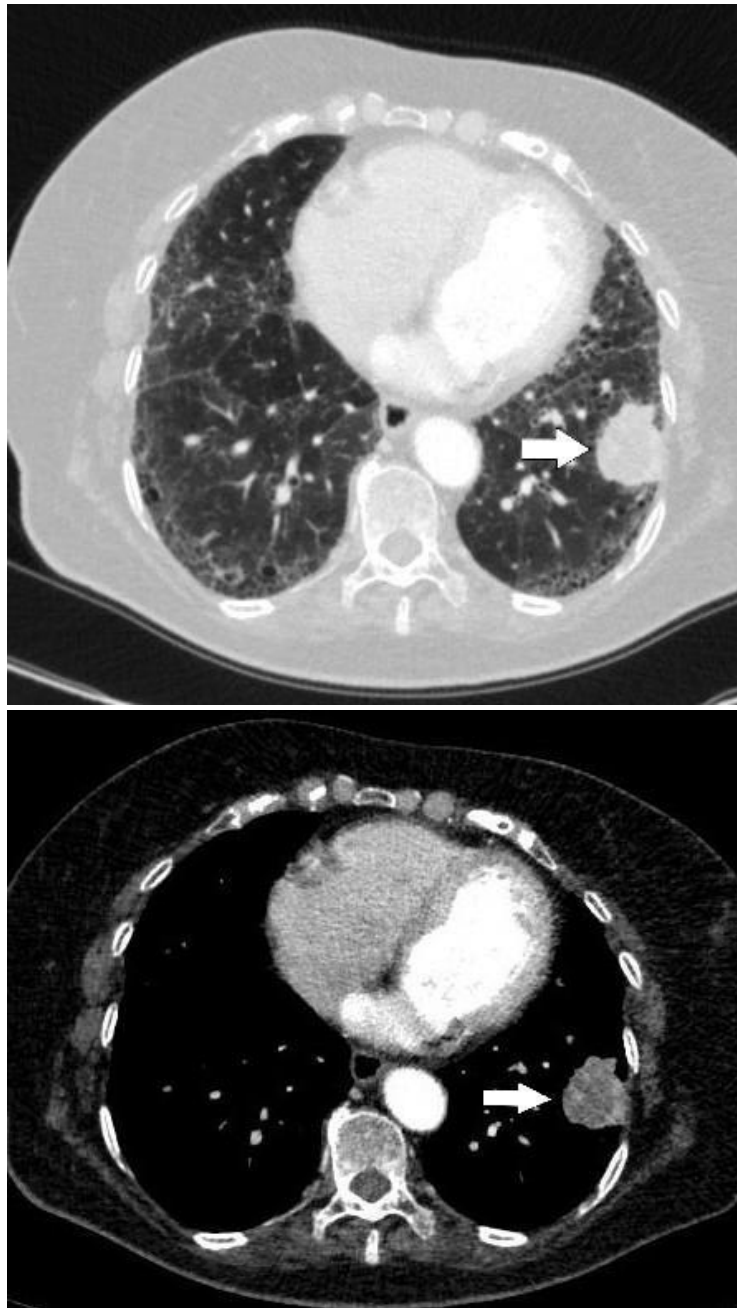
Tomografia de tórax em janela de pulmão (A) e de mediastino (B). Lesão expansiva heterogênea no lobo inferior esquerdo (seta), relacionada a um carcinoma de grandes células periféricas.
